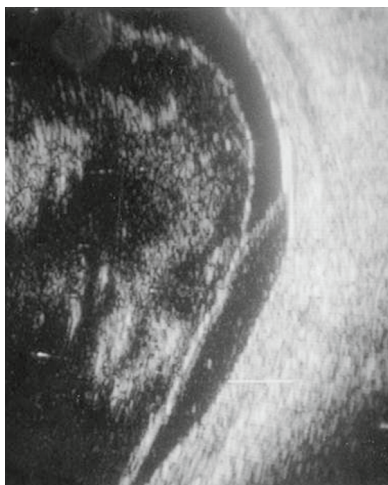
Aspect échographique d'une importante hémorragie vitrénne avec décollement du vitré tractionnel avec traction ayant entraîné un décollement rétinien assez étendu.
